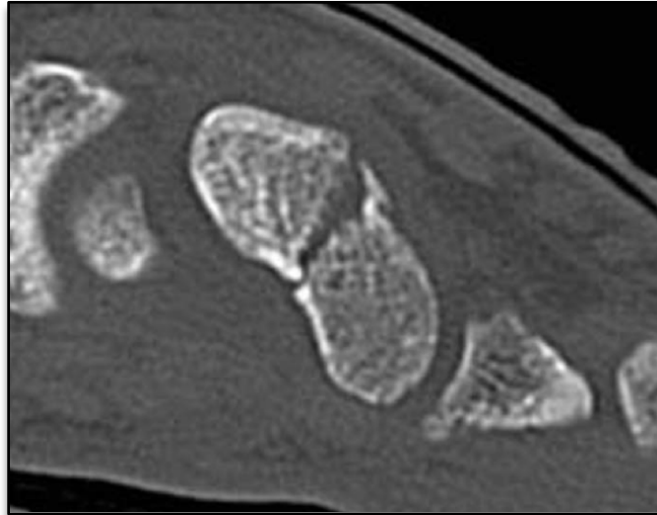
TDM montrant une fracture déplacée du scaphoïde
